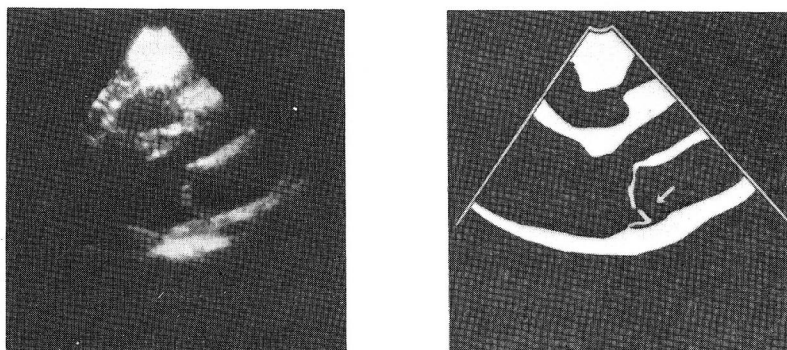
Long axis view of 2-d echocardiography in mid-systole just after the phase of Fig. 5. More marked prolapse of the posterior mitral leaflet is shown (arrow).
